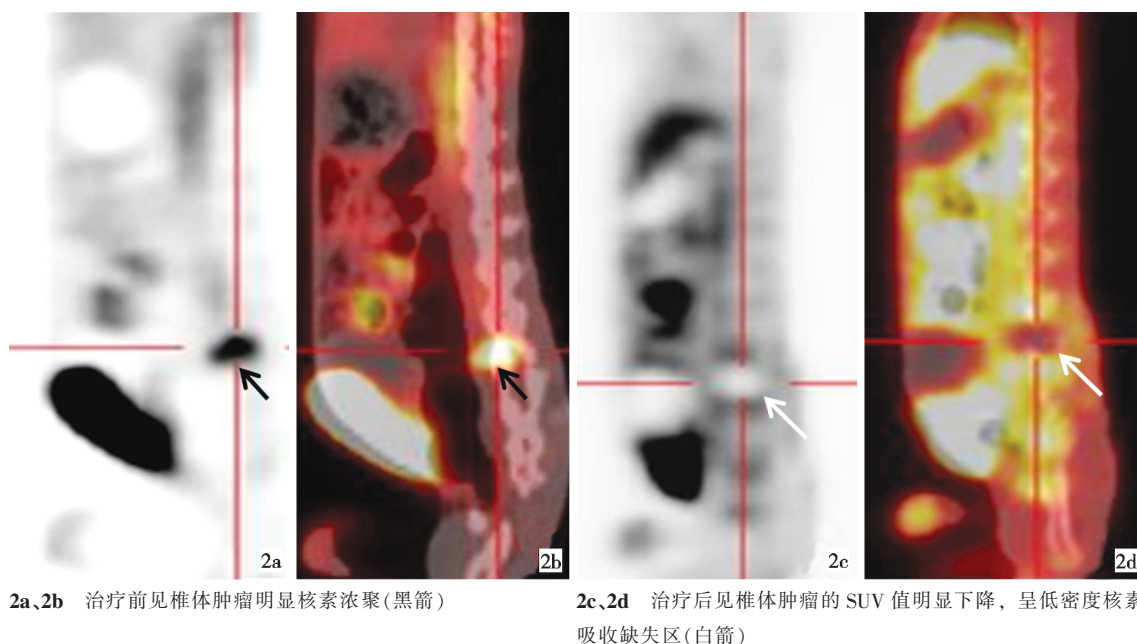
椎体肿瘤 RFA 前后 PET-CT 图,a 与 c 为 PET 图像,b 与 d 为 PET-CT 融合后图像
